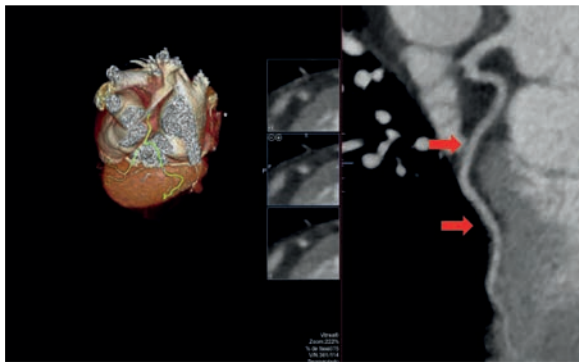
Angiotomografía coronaria. En esta imagen (con flechas rojas) se indica arteria circunfleja, la cual se encuentra permeable, sin dilataciones ni obstrucciones.
